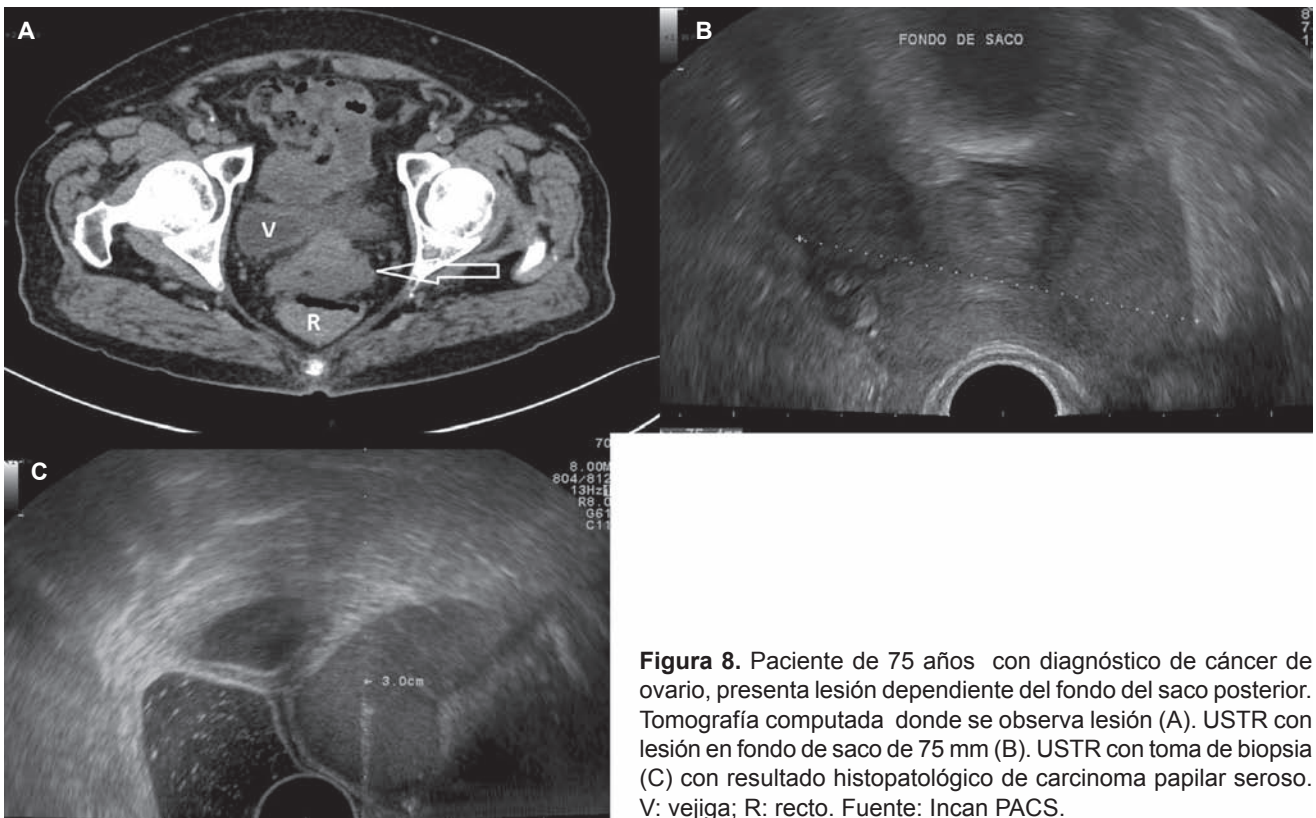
Paciente de 75 años con diagnóstico de cáncer de ovario, presenta lesión dependiente del fondo del saco posterior. Tomografía computada donde se observa lesión (A). USTR con lesión en fondo de saco de 75 mm (B). USTR con toma de biopsia (C) con resultado histopatológico de carcinoma papilar seroso. V: vejiga; R: recto. Fuente: Incan PACS.
